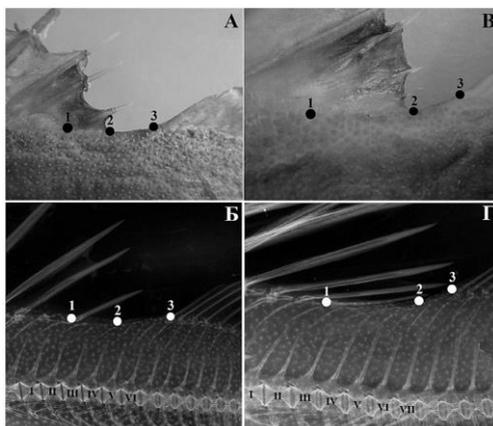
Междорсальные расстояния. А и Б – *Z. spinifer armatus* ЗИН 45680 (14) SL 143 мм и *Z. spinifer armatus* ЗИН 45680 (16) SL 140 мм соответственно. Б и Г – рентгенограммы тех же экземпляров соответственно. 1 – основание последней колючки первого спинного плавника, 2 и 3 – междорсальное расстояние $D1-D2$. Римскими цифрами на рентгенограммах обозначены позвонки между спинными плавниками
